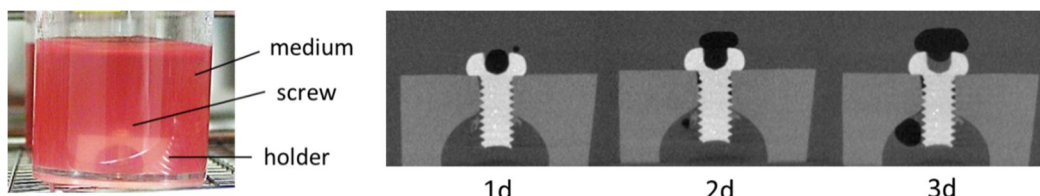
疑似組織中 Mg 合金試料浸漬(左)とマイクロ X 線 CT による空孔形成挙動観察例(右)
